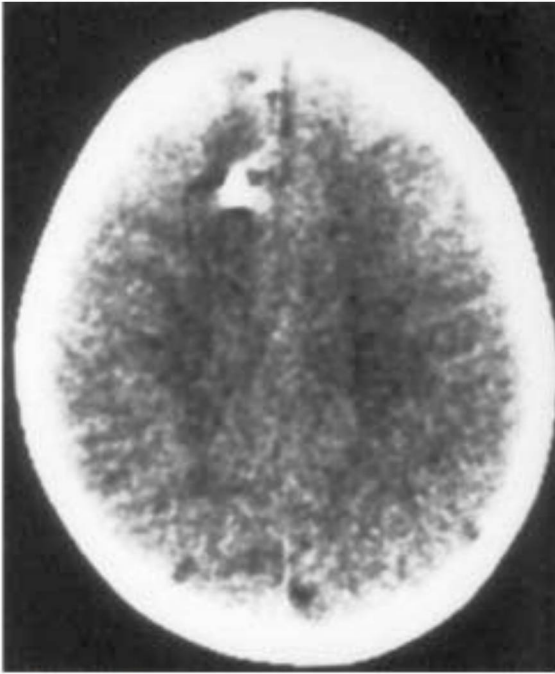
Tomografía computarizada que revela encefalopatía y calcificación frontal derecha en un paciente con hemiatrofia facial progresiva.
